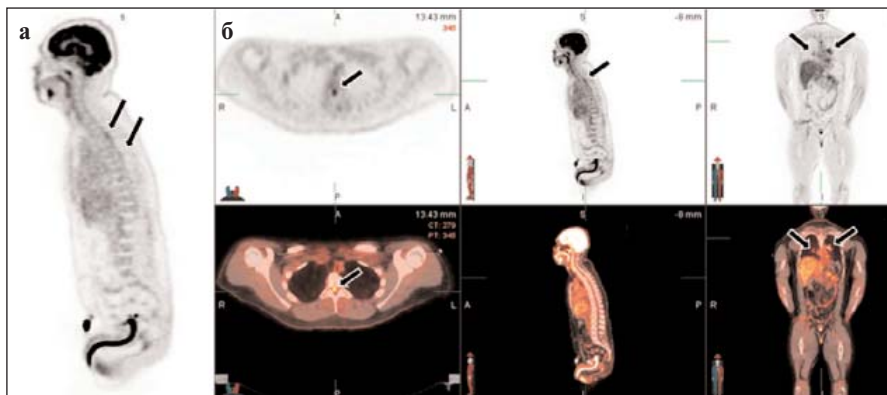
ПЭТ-КТ (а, б). Видны очаги гиперметаболизма радиофармпрепарата во внутригрудных лимфатических узлах, а также в очагах по ходу спинного мозга (стрелки)
